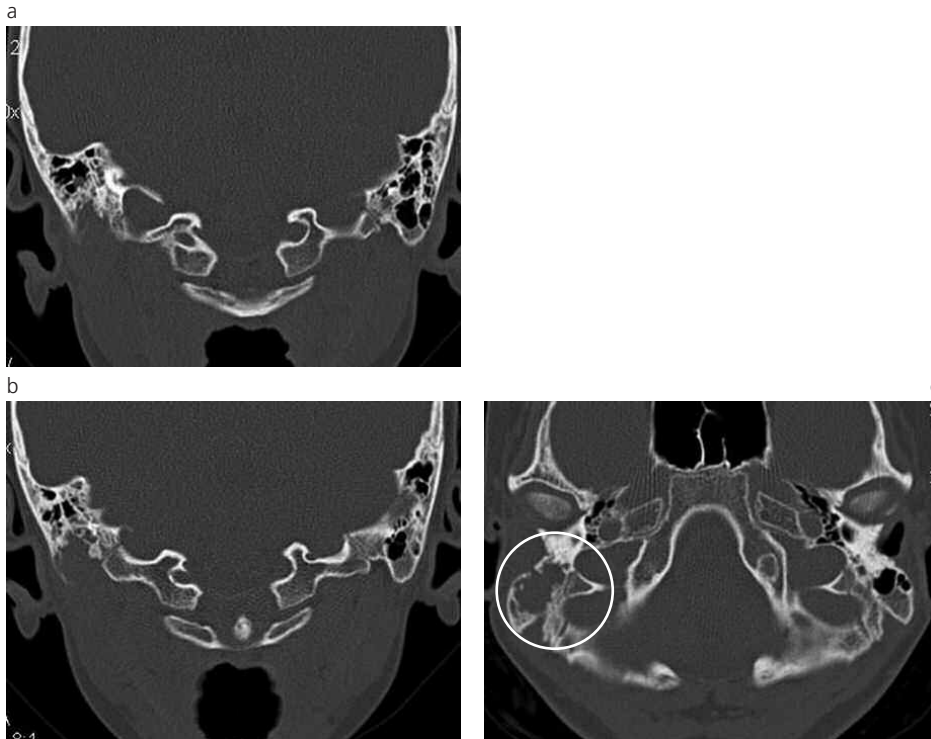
(a) (b) TC cortes coronales de un paciente de 11 años con diagnóstico de histiocitosis de la mastoides derecha. Se visualiza destrucción ósea de la misma con masa de partes blandas. (c) En el mismo paciente se observa la destrucción de la punta de la apófisis mastoidea.
